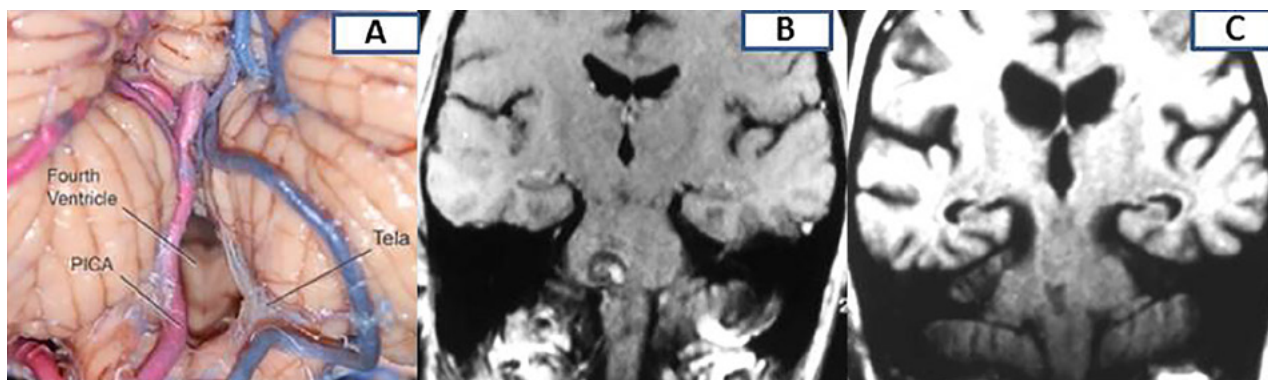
A) Preparado anatómico (Tomado de Rhoton's Collection). Caso ilustrativo. Cavernoma protuberancial. B) RM preoperatoria T1, corte coronal; C) RM postoperatoria T1 corte coronal.
